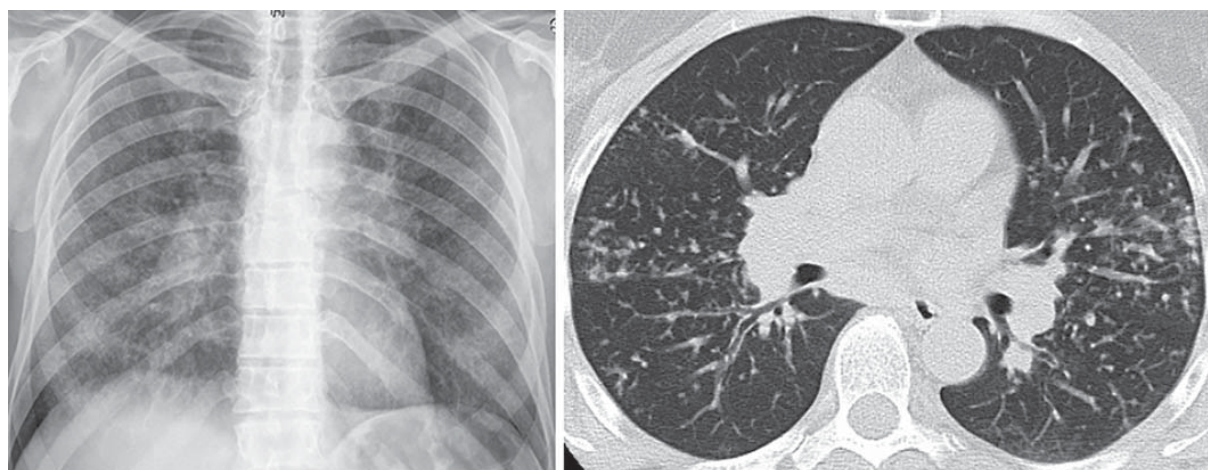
Саркоїдоз II стадії (РГ та КТ) — двостороння прикоренева лімфаденопатія у поєднанні з ураженням паренхіми
